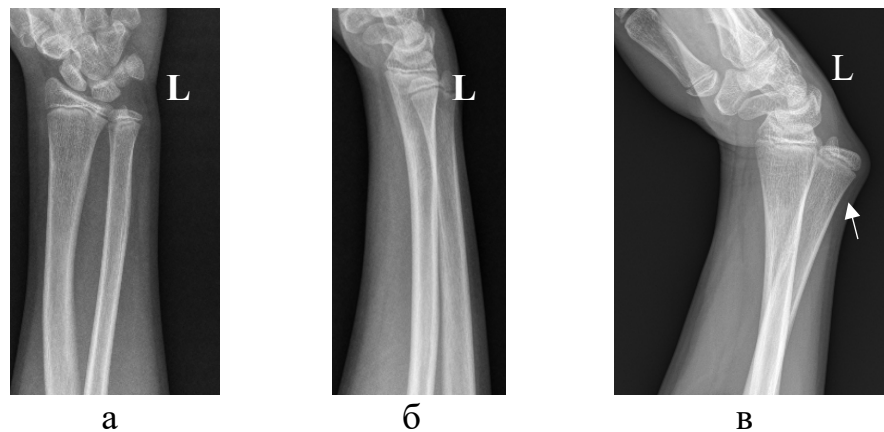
(а – прямая проекция левого предплечья, б – боковая проекция левого предплечья, в – функциональная рентгенограмма в положении пронации (вывиха головки левой локтевой кости)). Рентгенологическая картина хронической нестабильности левого ДЛЛС у пациента после перелома костей предплечья. Стрелкой указан тыльный вывих головки левой локтевой кости
